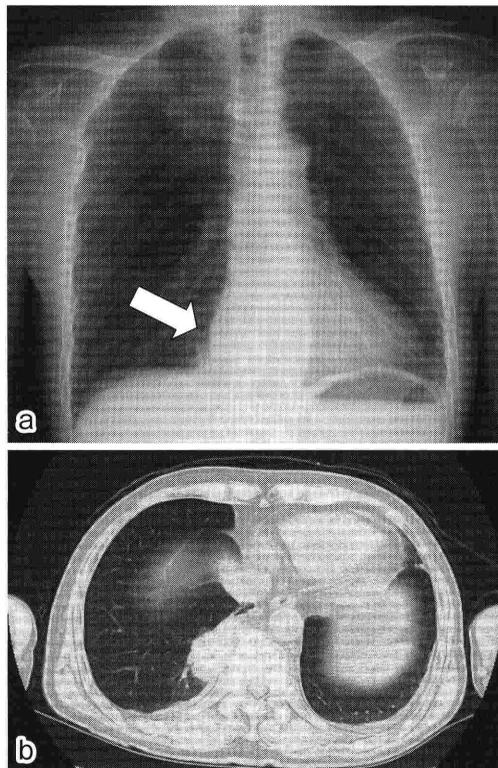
a: Chest radiograph taken on admission, showing a mass in the right cardiophrenic angle. b: Chest CT taken on his first visit (August, 2010) demonstrating a mass in S¹⁰ of the right lung.
